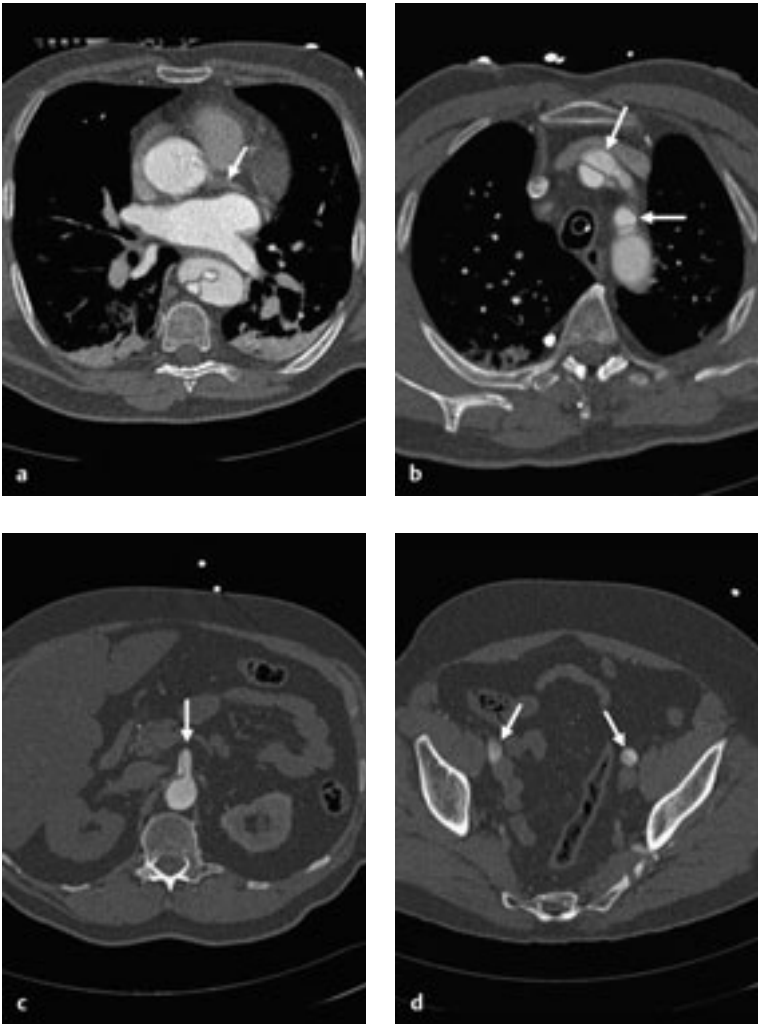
CT-Angiographie (gleicher Patient). Die Dissektion erreicht die folgenden Gefäße (Pfeile): den Hauptstamm der linken Koronararterie (a) mit Verschluss des Gefäßes und Myokardinfarkt, die supraaortalen Äste (b), die A. mesenterica superior (c) und die Iliakalarterien beidseits (d).
